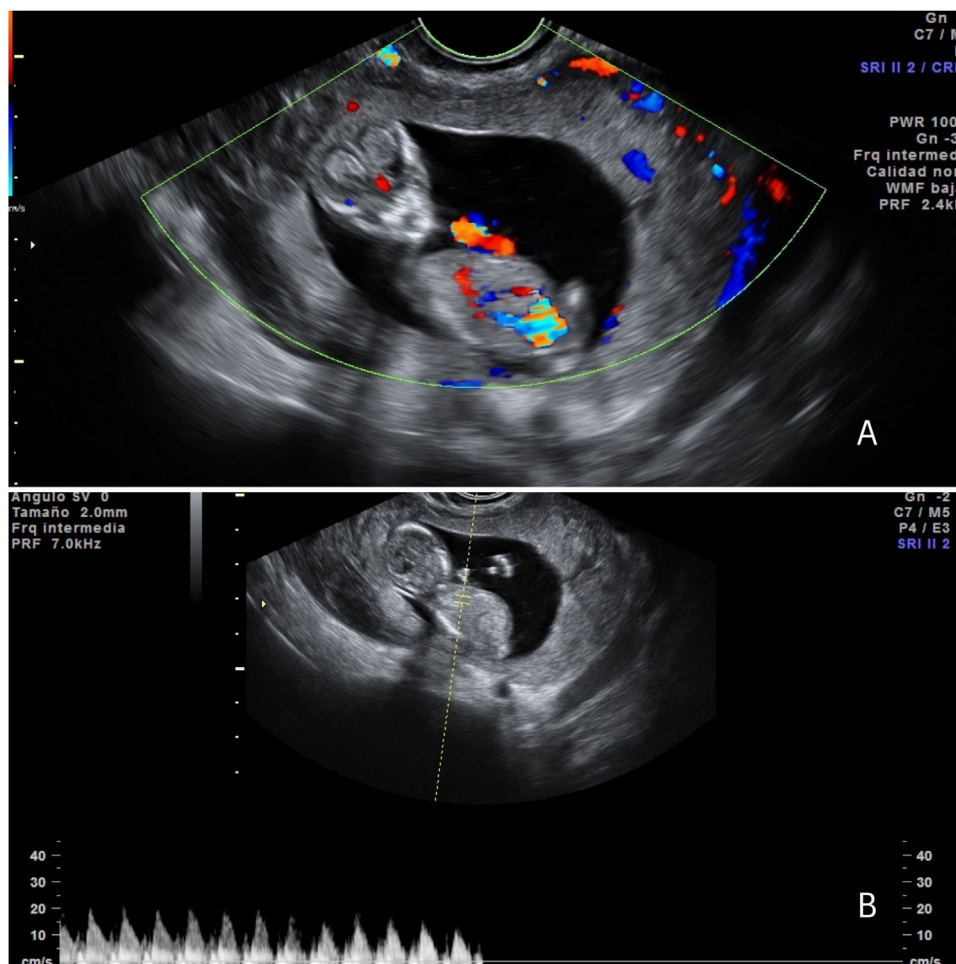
Imágenes de la ecografía transvaginal en las que se observa el ovario derecho, con un anillo externo hiperecogénico y captación Doppler periférica y un saco gestacional intraovárico A) con feto en su interior con actividad cardíaca presente B).
